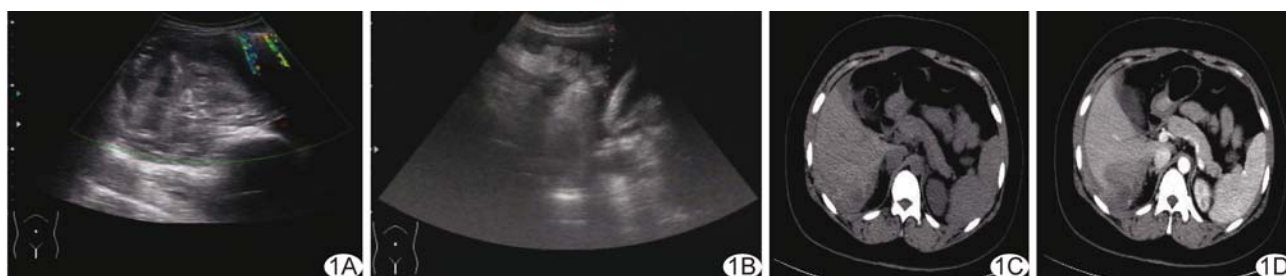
肝脏异位妊娠破裂影像图 A、B. 超声显示右肾周围混杂回声, 无血流信号(A); 腹盆腔少许积液(B); C. CT 平扫示肝右后叶下段可见团块状稍低密度影, 密度不均, 边界不清; D. CT 增强后病灶强化不明显, 内可见斑片状不强化的低密度影及异常强化的细小血管影, 边界显示较清晰
